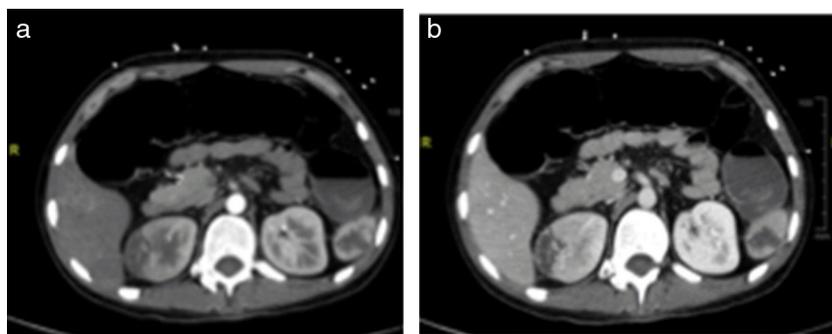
Hallazgos en TAC vascular de arteria aorta compatibles con infartos en riñón derecho e infarto en polo inferior esplénico. (a) en fase arterial (b) en fase venosa.
